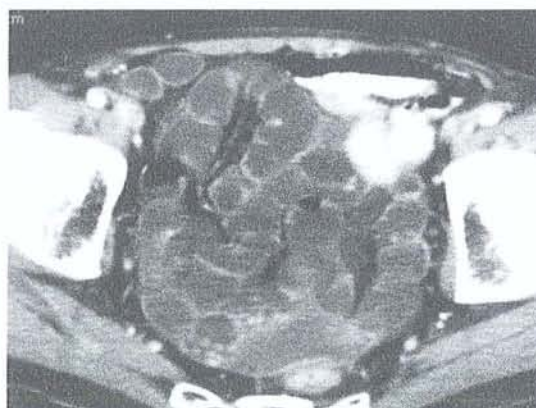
TDM. Stagnation liquidienne dans
